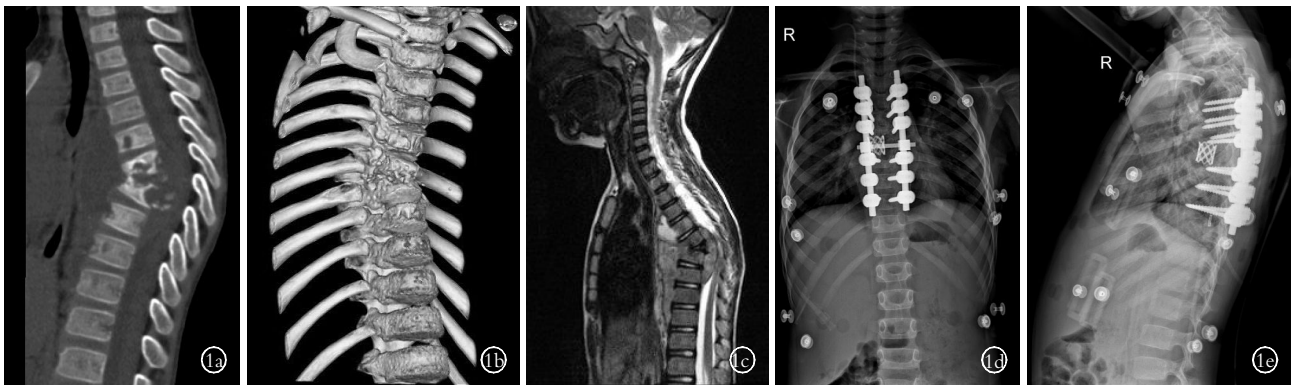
患儿,男,7岁,T<sub>6</sub>-T<sub>7</sub>结核 1a,1b.术前CT提示T<sub>6</sub>-T<sub>7</sub>椎体骨质破坏,椎间隙变窄,脊柱后凸畸形 1c.结核病灶压迫脊髓,长节段椎旁脓肿形成 1d,1e.术后1周复查正侧位X线片提示胸椎后凸角恢复正常,内固定位置正常
